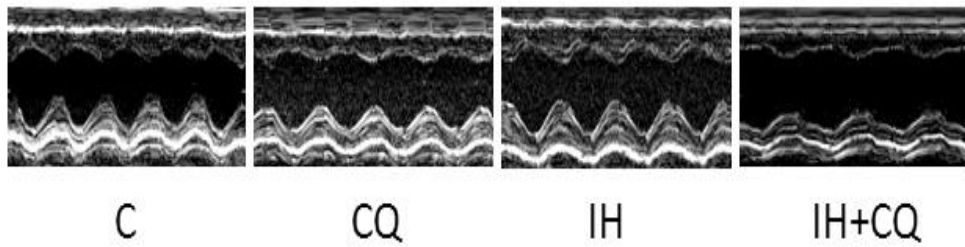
IH 阻害剤 (CQ) による心エコー(FS)の評価
